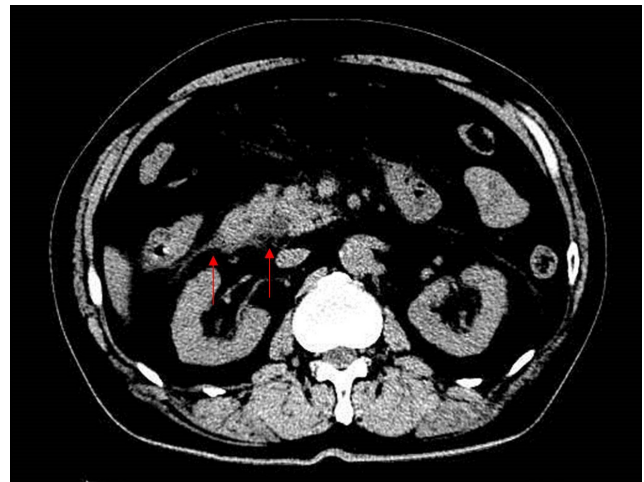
Initial abdomen computed tomography reveals peri-pancreatic fluid collection mainly at pancreas head portion (red arrows) and prominent common bile duct with filling defect.
